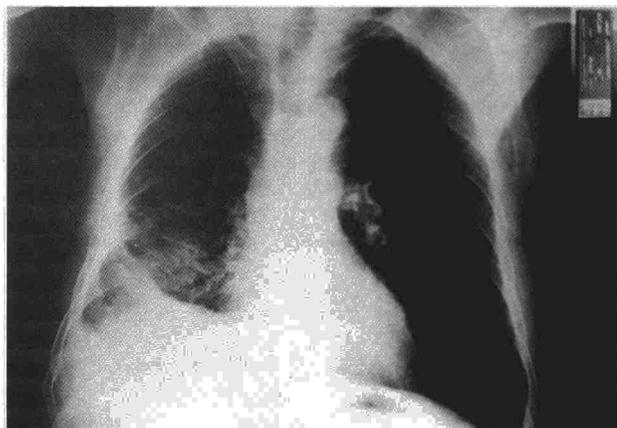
Radiografía de control al cabo de un mes.
